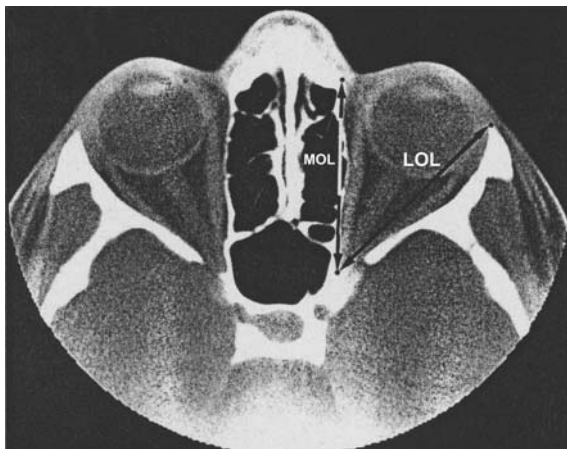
Gleiche axiale CT-Schichtaufnahme wie in Abb. 8.1.23 mit Darstellung von medialer und lateraler Orbitawand-Länge (MOL bzw. LOL)
